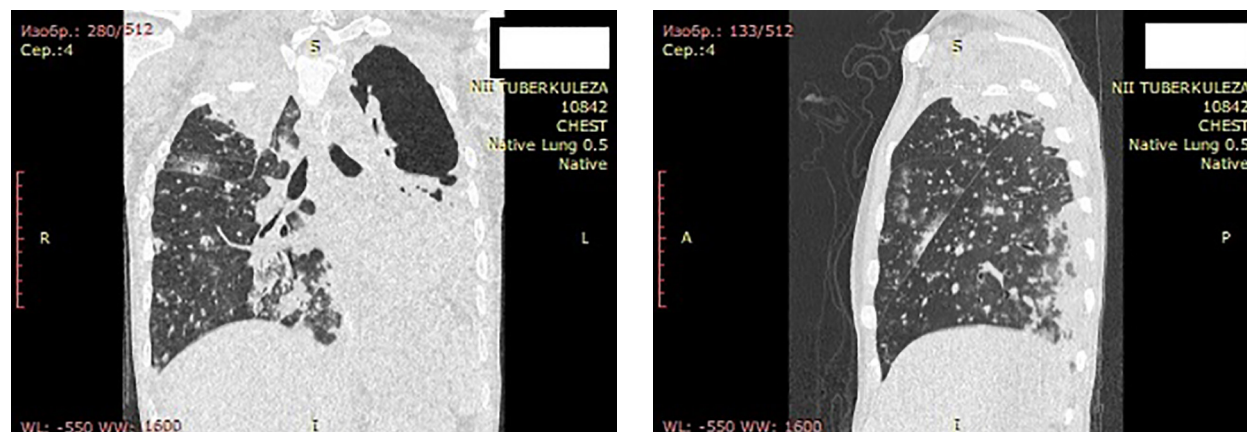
МСКТ ОГК на пятые сутки после операции.
